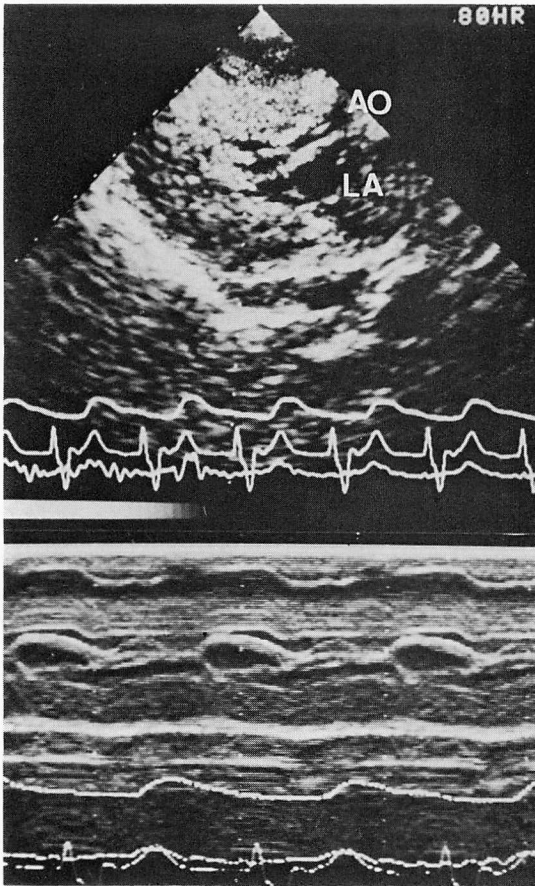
M-mode and two-dimensional echocardiograms during open heart surgery after the first incision in the interventricular septum (Case 2).
